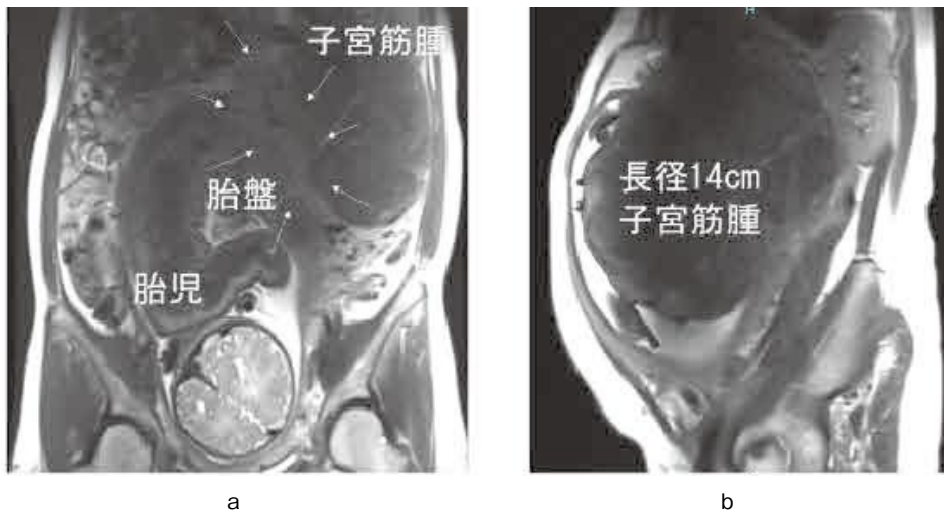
妊娠38週3日の骨盤部単純MRI検査 (T2強調画像)
